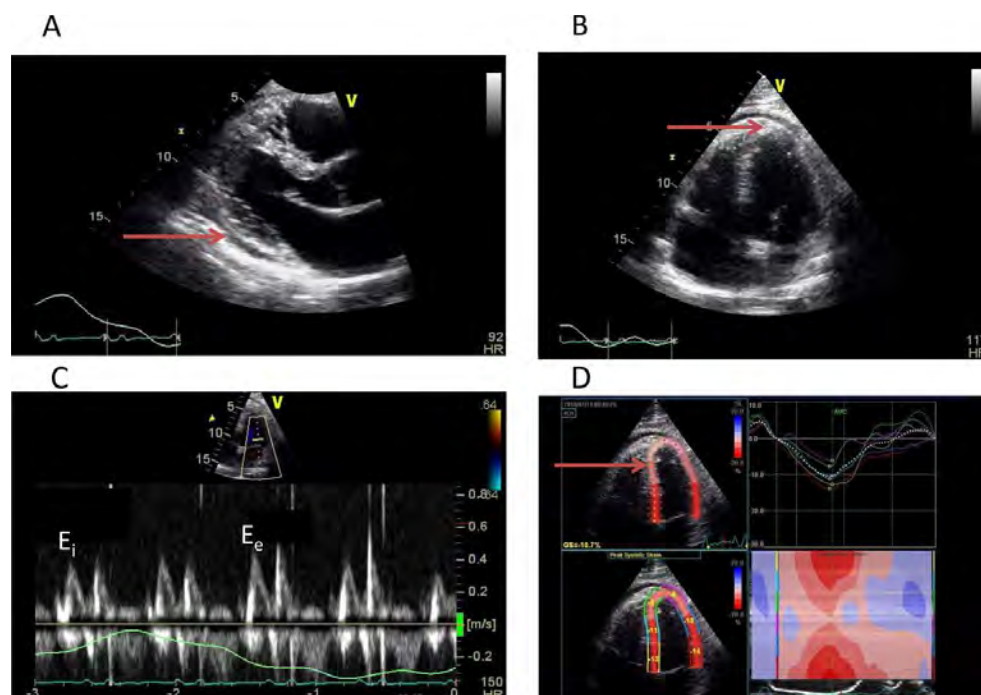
渗出性缩窄性心包炎患者的特征性二维超声心动图征象：在胸骨旁长轴切面（A；视频 23；www.onlinejase.com）和心尖四腔心切面（B；视频 24；www.onlinejase.com），多普勒二尖瓣流速征象（C）E 峰在吸气时（E_i）和呼气时（E_e）标记以及斑点追踪（D）。注意心包增厚（箭头），二尖瓣流速的呼吸变化和局部纵向应变下降。
